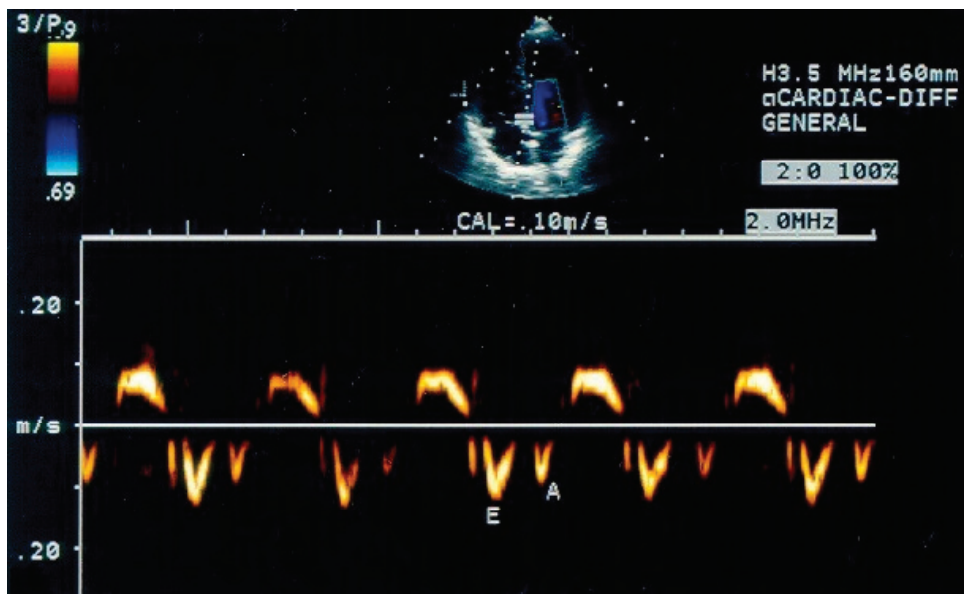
Padrão diastólico de VE por Doppler tissular
